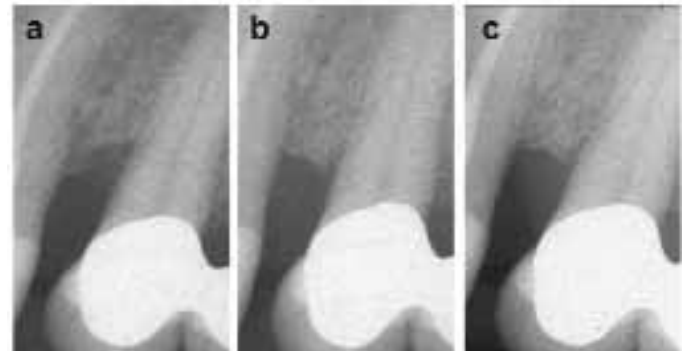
Röntgenologische Darstellung des Defekts aus Abb. 1: (a) präoperativ, (b) sechs Monate postoperativ und (c) zwölf Monate postoperativ
